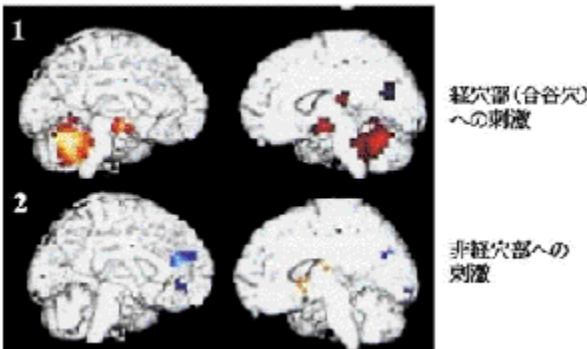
右手合谷穴に鍼を刺入し、2Hzの頻度、得気を感じる強度で捻鍼-雀啄を行った。非経穴部位(第3、第4中手骨間)に、合谷穴と同じ刺激方法を行いPETにより脳への影響を観察した。その結果、経穴部では視床から小脳へ広がる活性化認められた。(文献40より)
